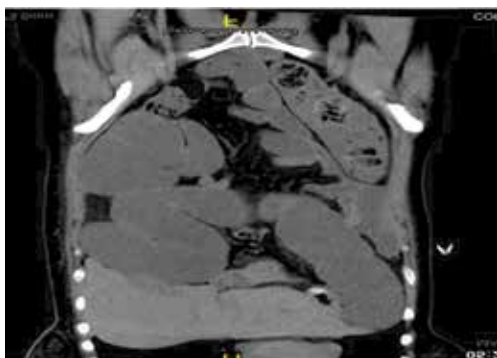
TAC de abdomen simple. Se observa dilatación de asas intestinales.
